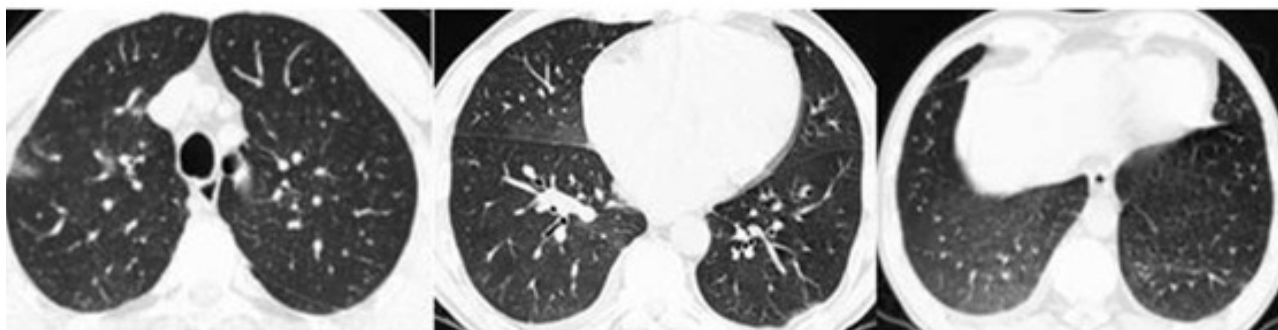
TC torácica realizada às 36 horas da apresentação clínica. Áreas residuais de densificação em vidro despolido, periféricas de predomínio basal.
